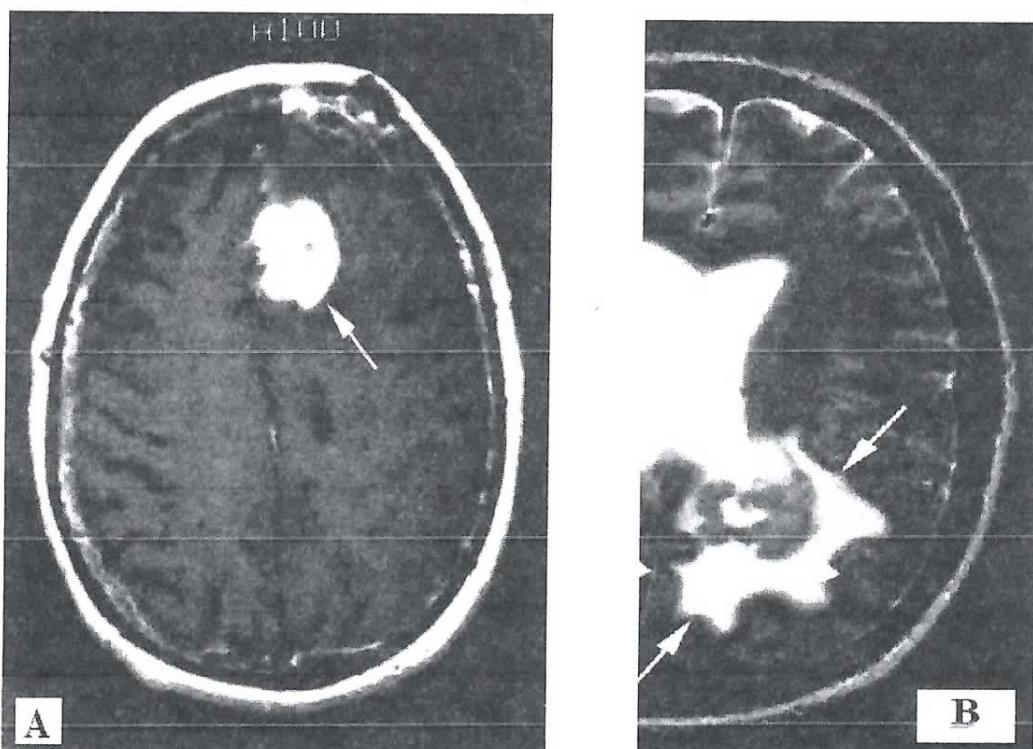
А – МРТ от 21.06.2006 (дебют заболевания); В – МРТ от 17.10.2008 (рецидив)
